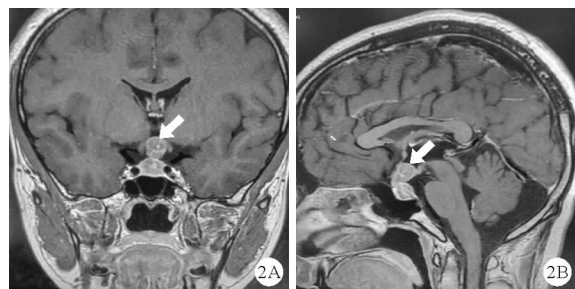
患者 MRI 增强检查结果 (A: 冠状位; B: 矢状位; 如箭头所示)
